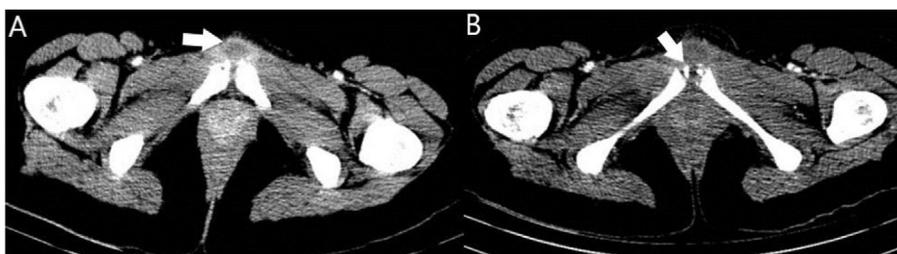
La TC pélvica con contraste intravenoso demostró la presencia de una colección dependiente de la sínfisis púbica (A), así como irregularidad ósea de las ramas púbicas adyacentes (B).
